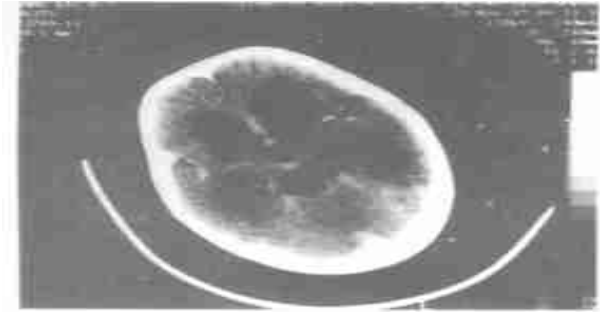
横断面 CT 增强扫描示右侧基底节见大小为 9 mm 低密度影,并中脑导水管梗阻
